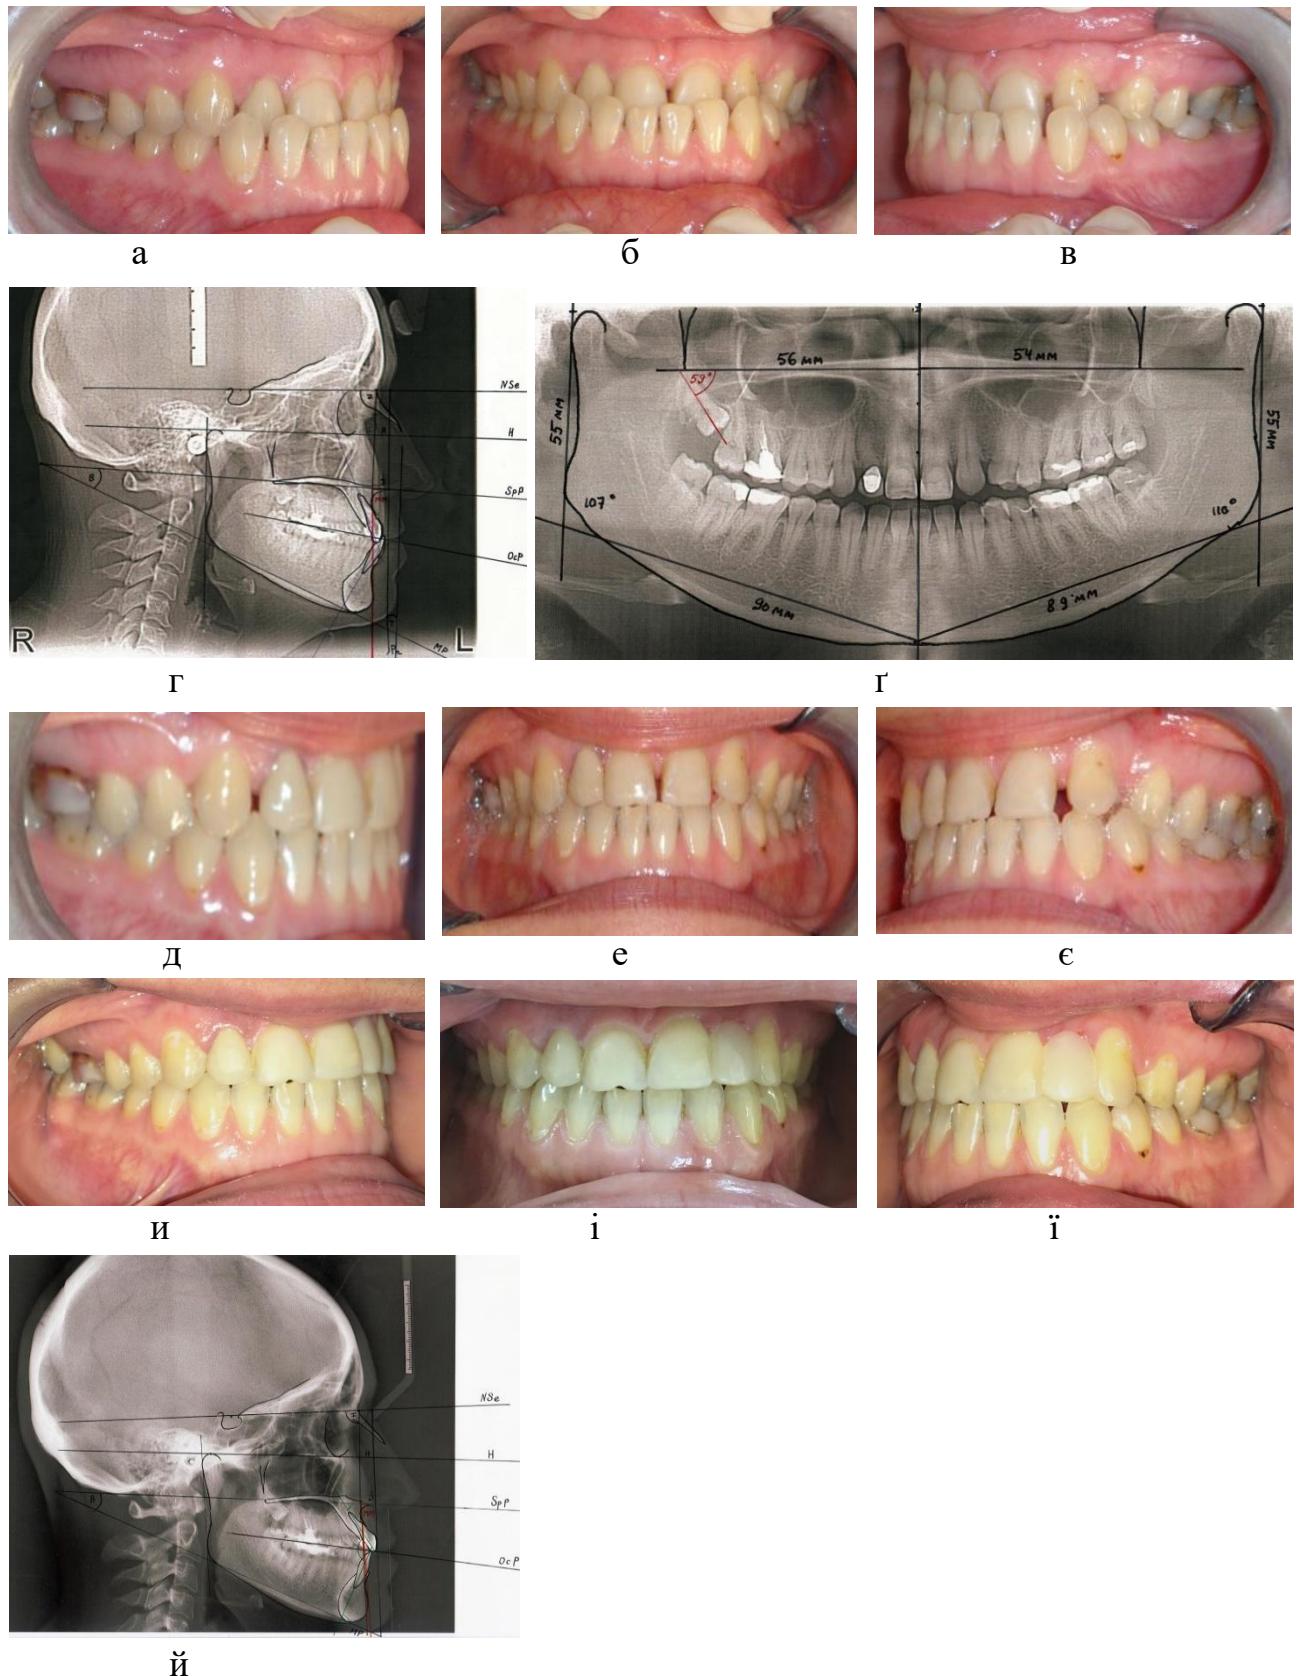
Фото пацієнтки К. 44 роки. Д-з: прогенічний прикус, поєднана форма; горизонтальний тип росту лицевого черепа. До лікування – а, б, в. ТРГ до лікування – г. ортопантомограма до лікування – г. ортопантомограма до лікування – д. Після лікування – д, е, е. Після адгезивною реставрації зуба 22 – и, і, і. ТРГ після лікування.
